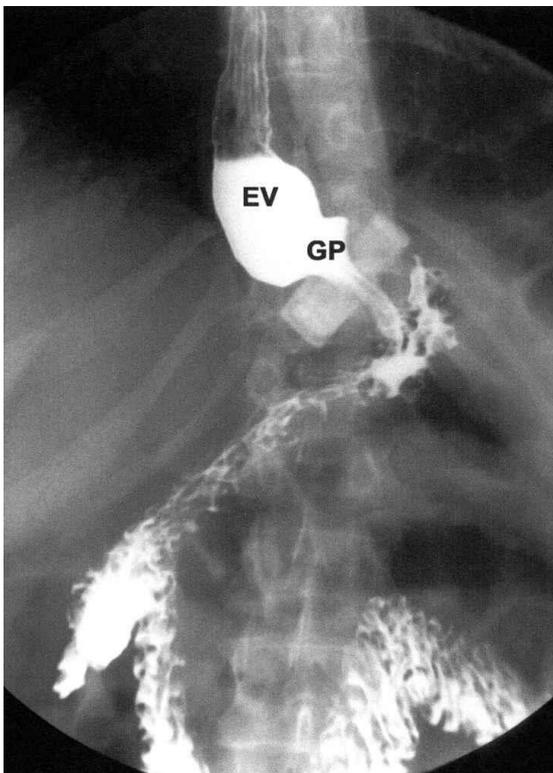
Рентгенографические признаки уменьшения размеров надбандажного сегмента желудка с умеренно выраженной дилатацией нижней трети пищевода
